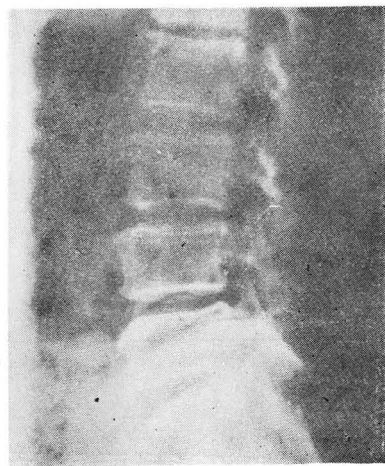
Plain film of lumbar spine shows loss of normal lordosis and osteophytes.
